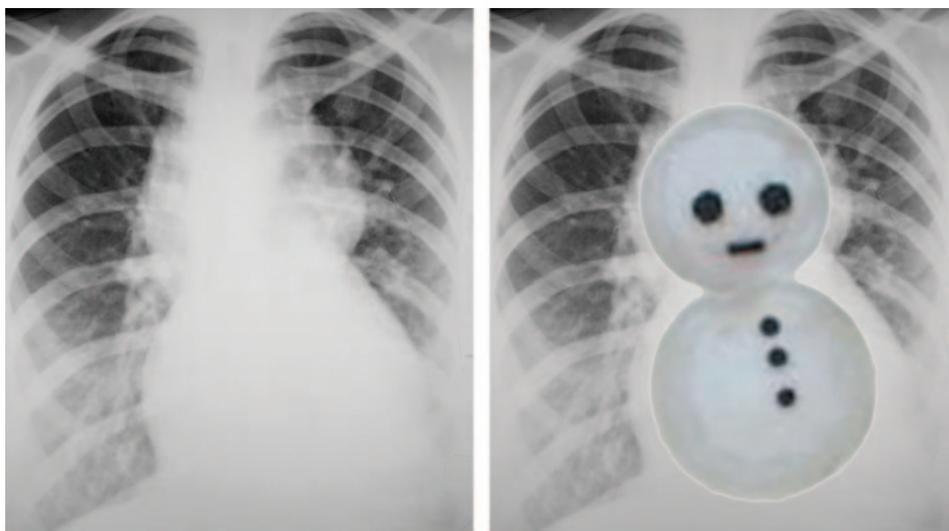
Radiografía de tórax de un neonato con UN DVPTA supracardíaco. Se observa la típica imagen de corazón en muñeco de nieve. Tomado de Classic Imaging signs of congenital cardiovascular abnormalities. RadioGraphics 2007. ⁴⁸
